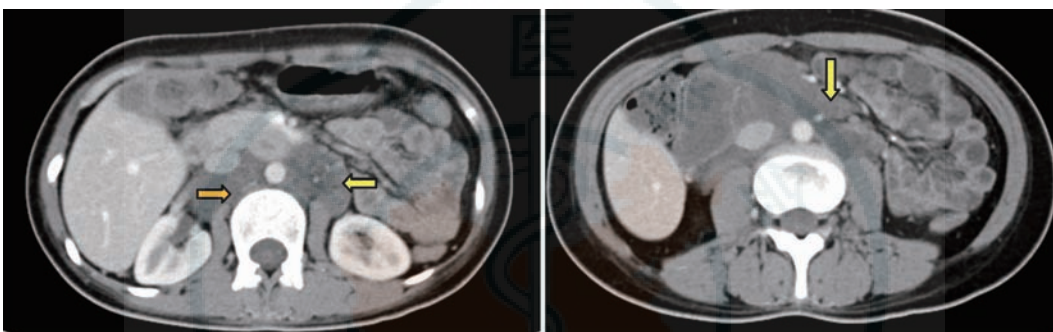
肺淋巴管肌瘤病患者中腹部 CT 检查可见腹膜后肿物,如箭头所示
